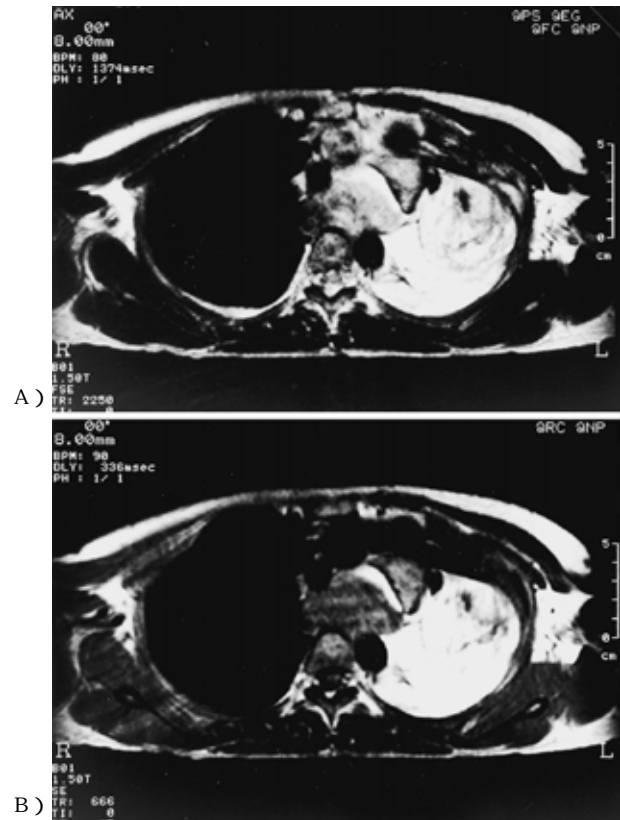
Chest MRI (A T1-weighted axial image, B T2-weighted axial image). A large solid mass consists mainly of areas with the same intensity as fatty tissue and partly heterogeneous moderate intensity areas.
